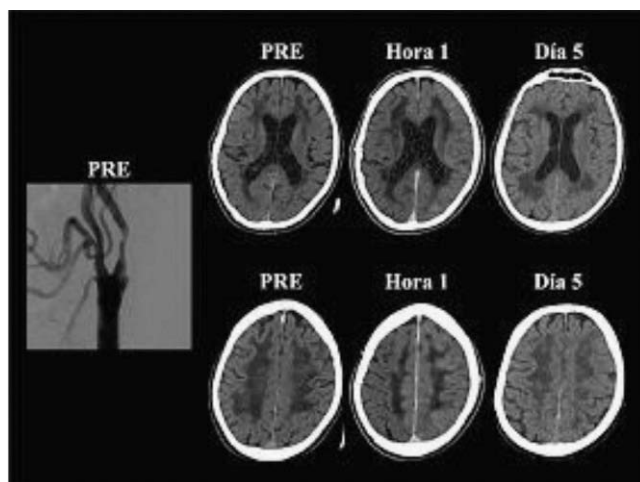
Angiografía por sustracción digital y tomografía computarizada sin contraste de un paciente con síndrome de hiperperfusión post angioplastia carotídea izquierda. La figura muestra la angiografía digital de un hombre de 65 años y las tomografías computarizadas de cerebro realizadas antes (PRE), a la hora y 5 días después de una angioplastia con stent en la arteria carotídea interna izquierda. Obsérvese la estenosis carotídea izquierda y el edema hemisférico izquierdo en las tomografías hechas una hora y 5 días después de la angioplastia.
